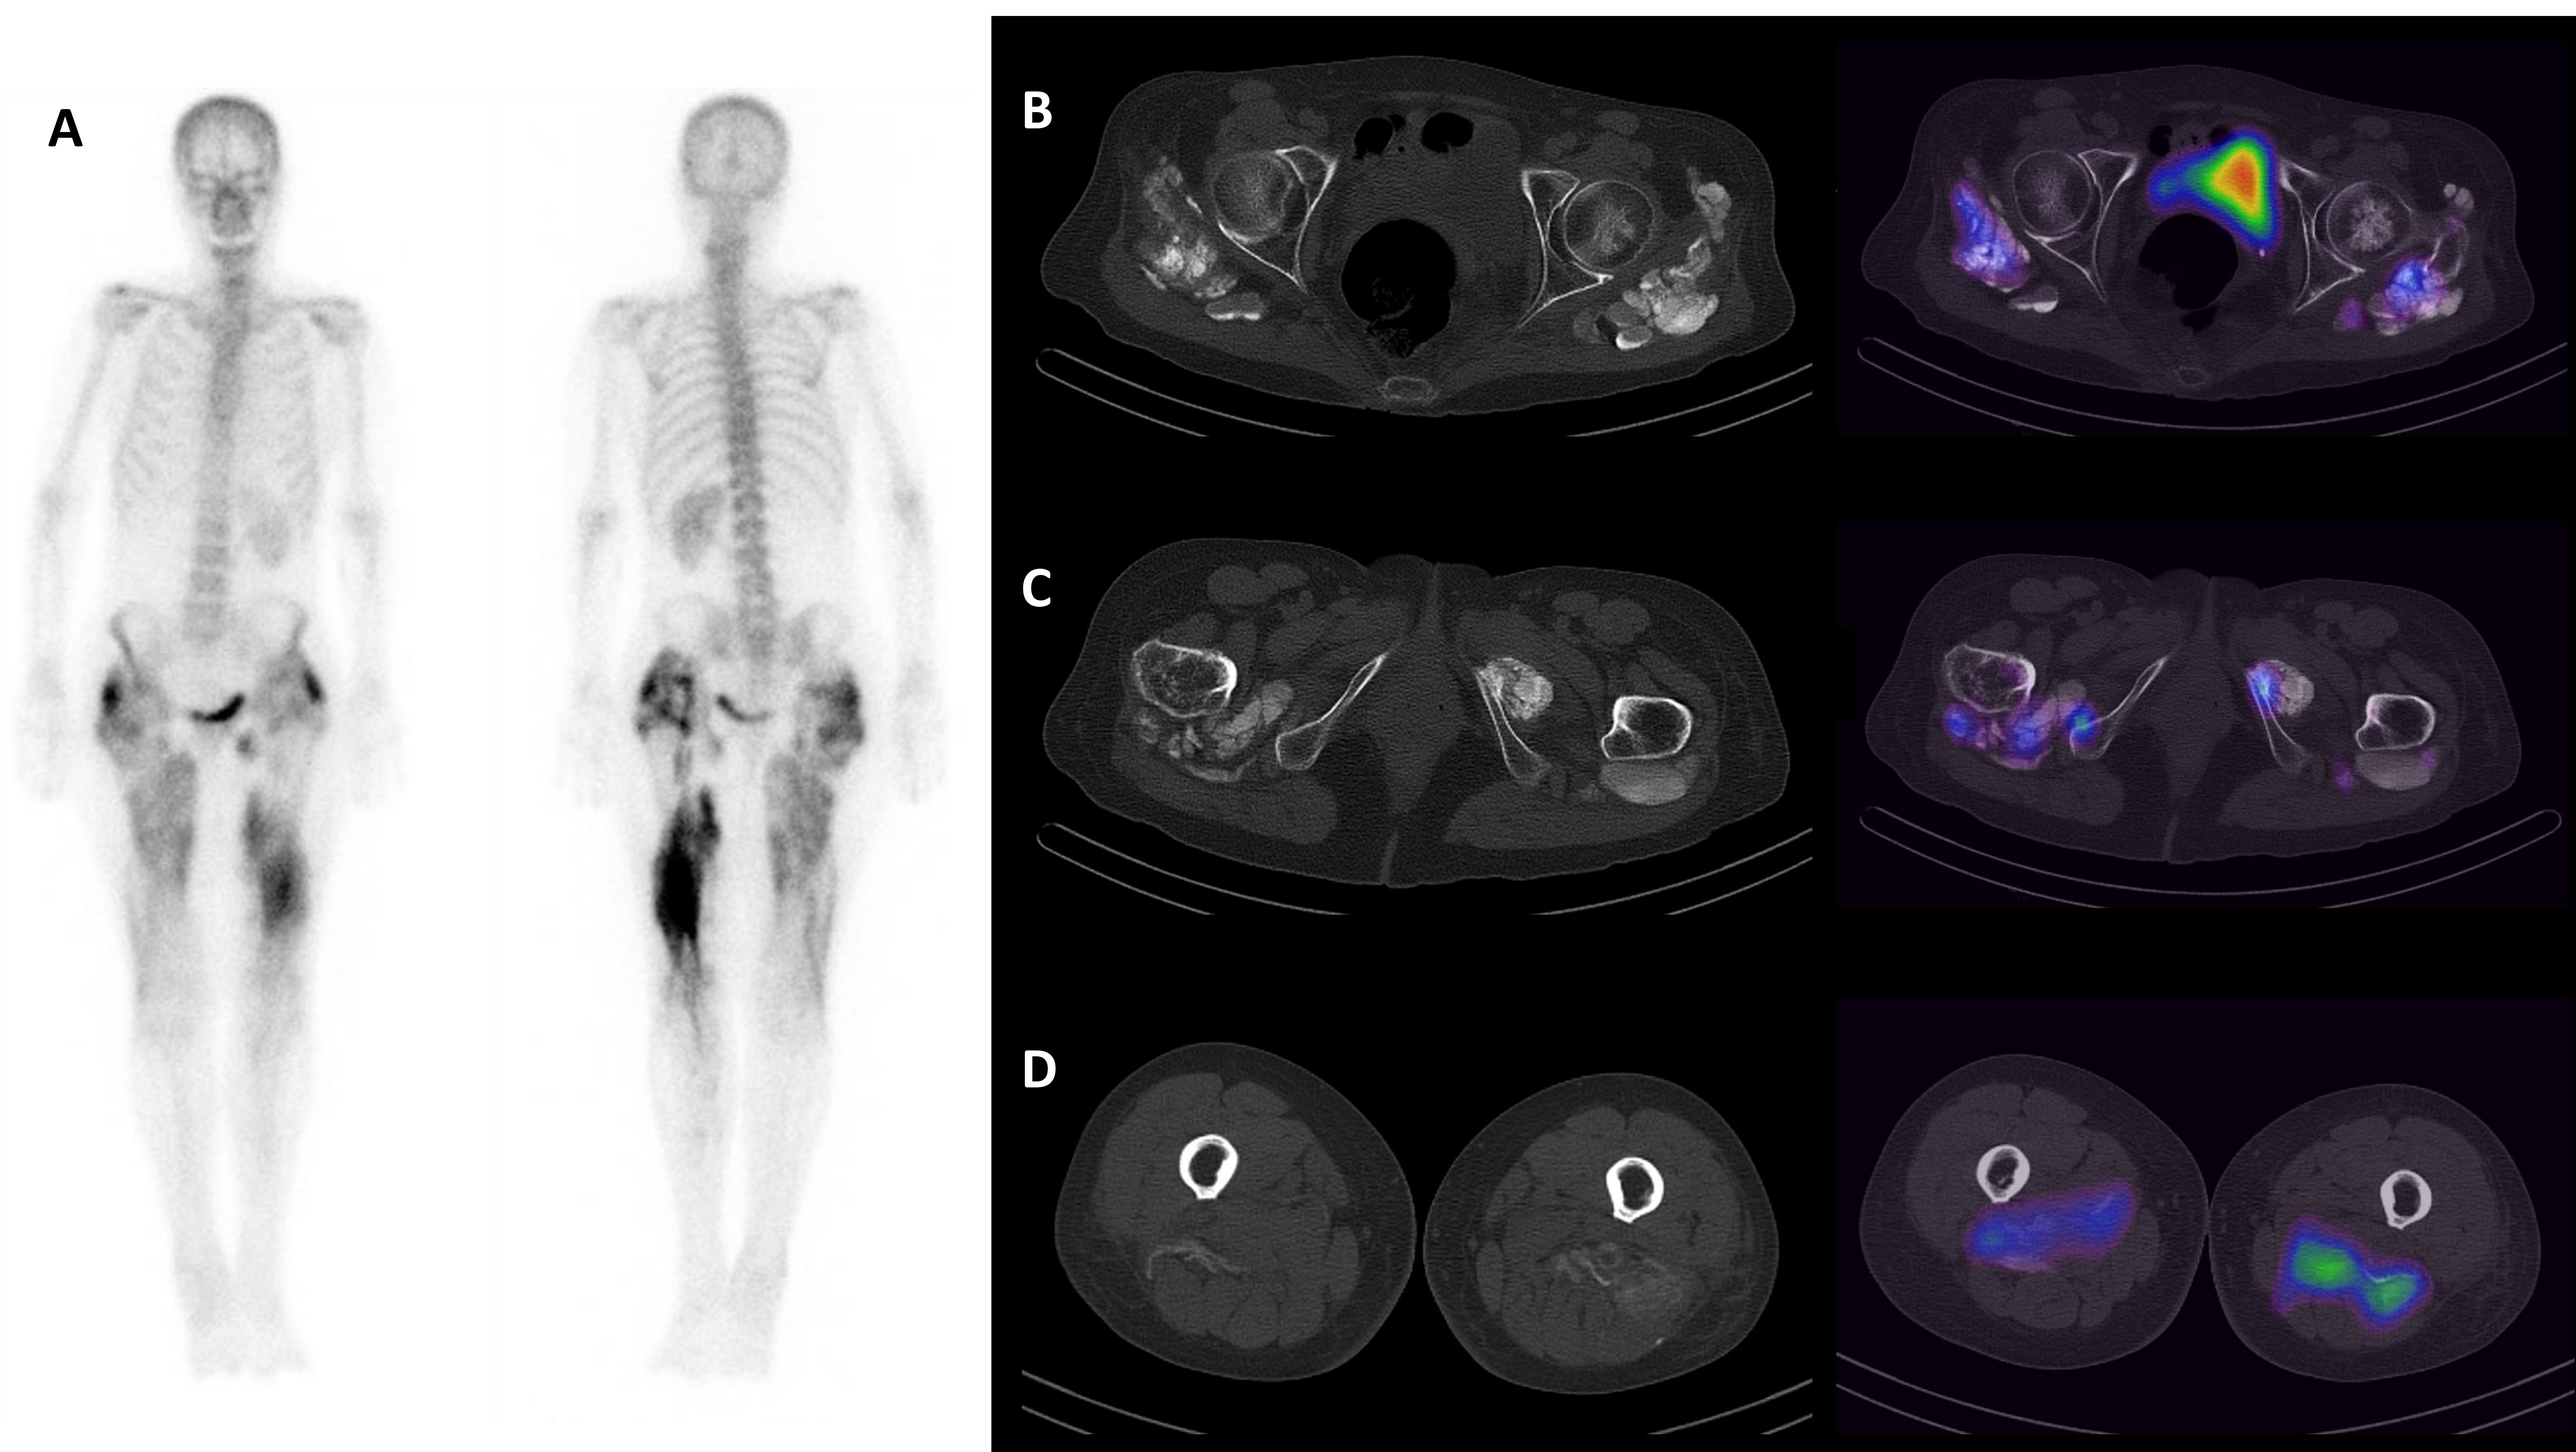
Gammagrafía ósea (^{99m}Tc -HMDP) complementada con SPECT-TC de baja dosis centrado en caderas y piernas. (A) Se observa un aumento de captación de distribución heterogénea, desde región pertrocantérea bilateral hasta región distal de muslos, con mayor actividad en tercio medio y distal de región posterior del muslo izquierdo. (B, C y D) SPECT-TC (basal con ventana ósea): se observa que las imágenes de aumento de captación en estudio planar se corresponden con lesiones hiperdensas que afectan a tejido muscular circundante, correlacionándose con calcificaciones, la de mayor actividad del radiotrazador a nivel de tercio medio y posterior de muslo izquierdo. No se observa afectación ósea.
